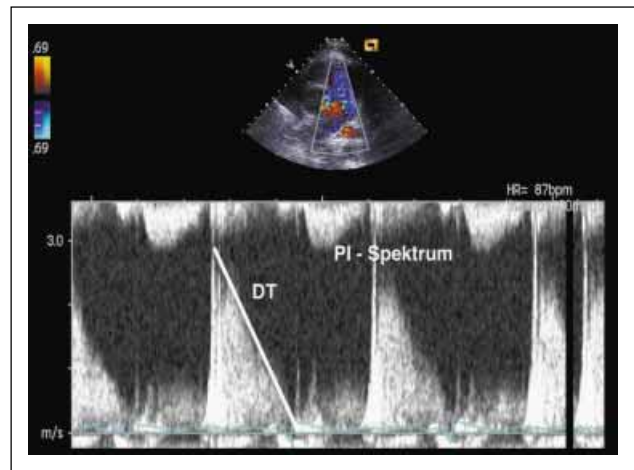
CW-Dopplerspektrum der Pulmonalinsuffizienz (PI): deutliches Pulmonalinsuffizienzspektrum mit auffallend steilem Kurvenabfall (Dezelerationszeit [DT]) als Ausdruck des niederen diastolischen PA-Drucks (hochgradige PI)
